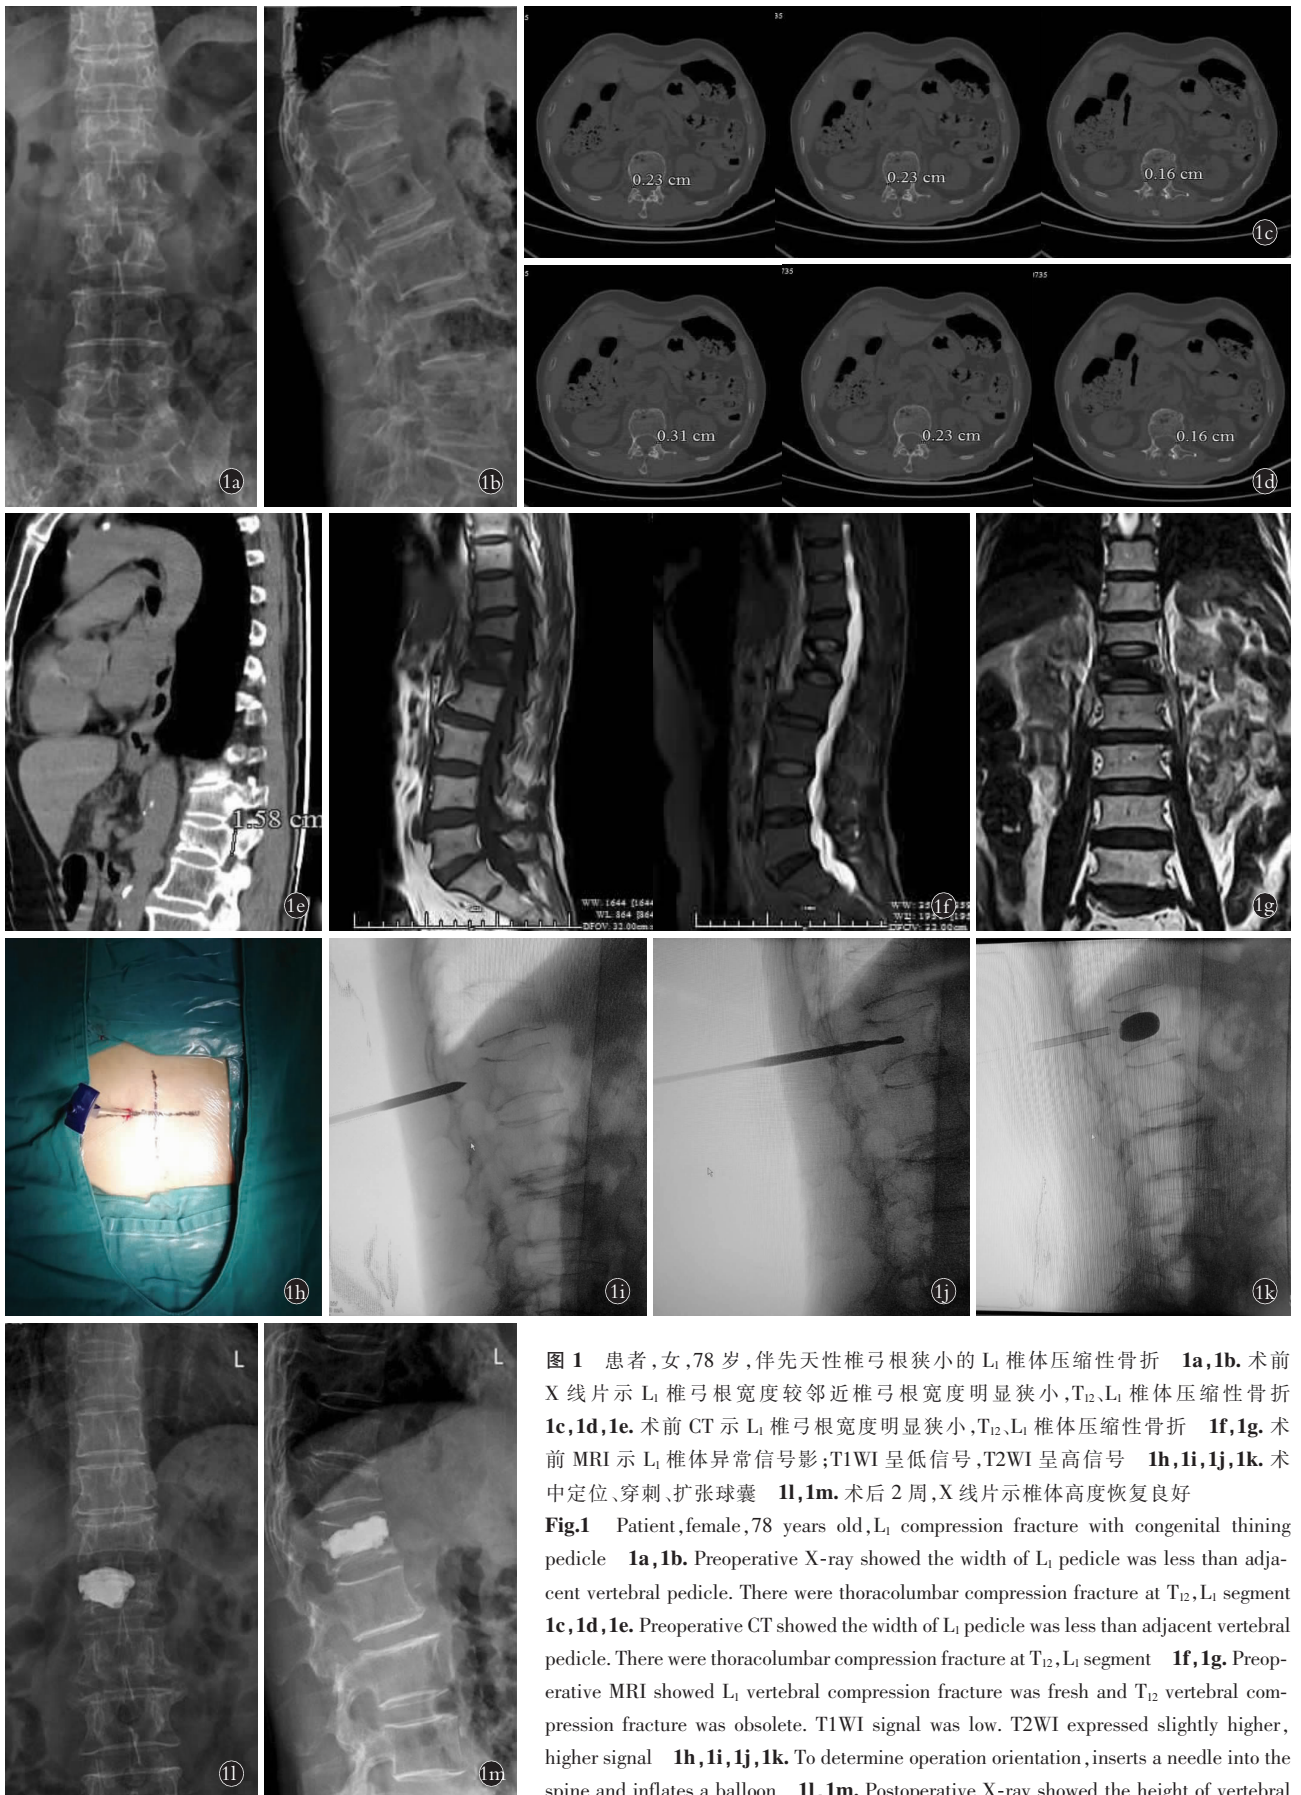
患者,女,78 岁,伴先天性椎弓根狭小的 L₁ 椎体压缩性骨折 1a,1b. 术前 X 线片示 L₁ 椎弓根宽度较邻近椎弓根宽度明显狭小,T₁₂、L₁ 椎体压缩性骨折 1c,1d,1e. 术前 CT 示 L₁ 椎弓根宽度明显狭小,T₁₂、L₁ 椎体压缩性骨折 1f,1g. 术前 MRI 示 L₁ 椎体异常信号影;T₁WI 呈低信号,T₂WI 呈高信号 1h,1i,1j,1k. 术中定位、穿刺、扩张球囊 1l,1m. 术后 2 周,X 线片示椎体高度恢复良好
